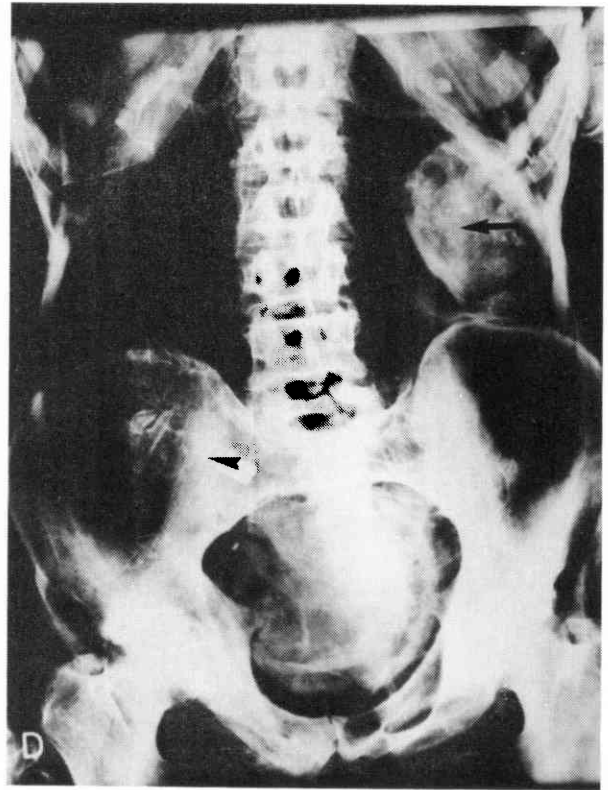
La radiographie d'abdomen de ML5 permet de décrire une boule de tissu (►) obstruant l'orifice d'éviscération. Le plus étrange est la présence d'un crabe (►) dans le flanc droit, reposant sur l'aile iliaque.
